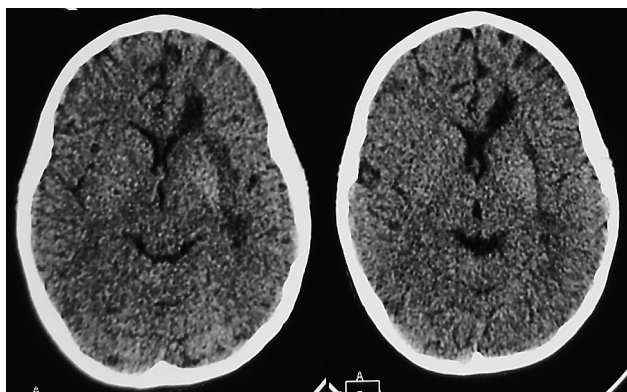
Brain CT-scan in readmission (explanation see in the text)
